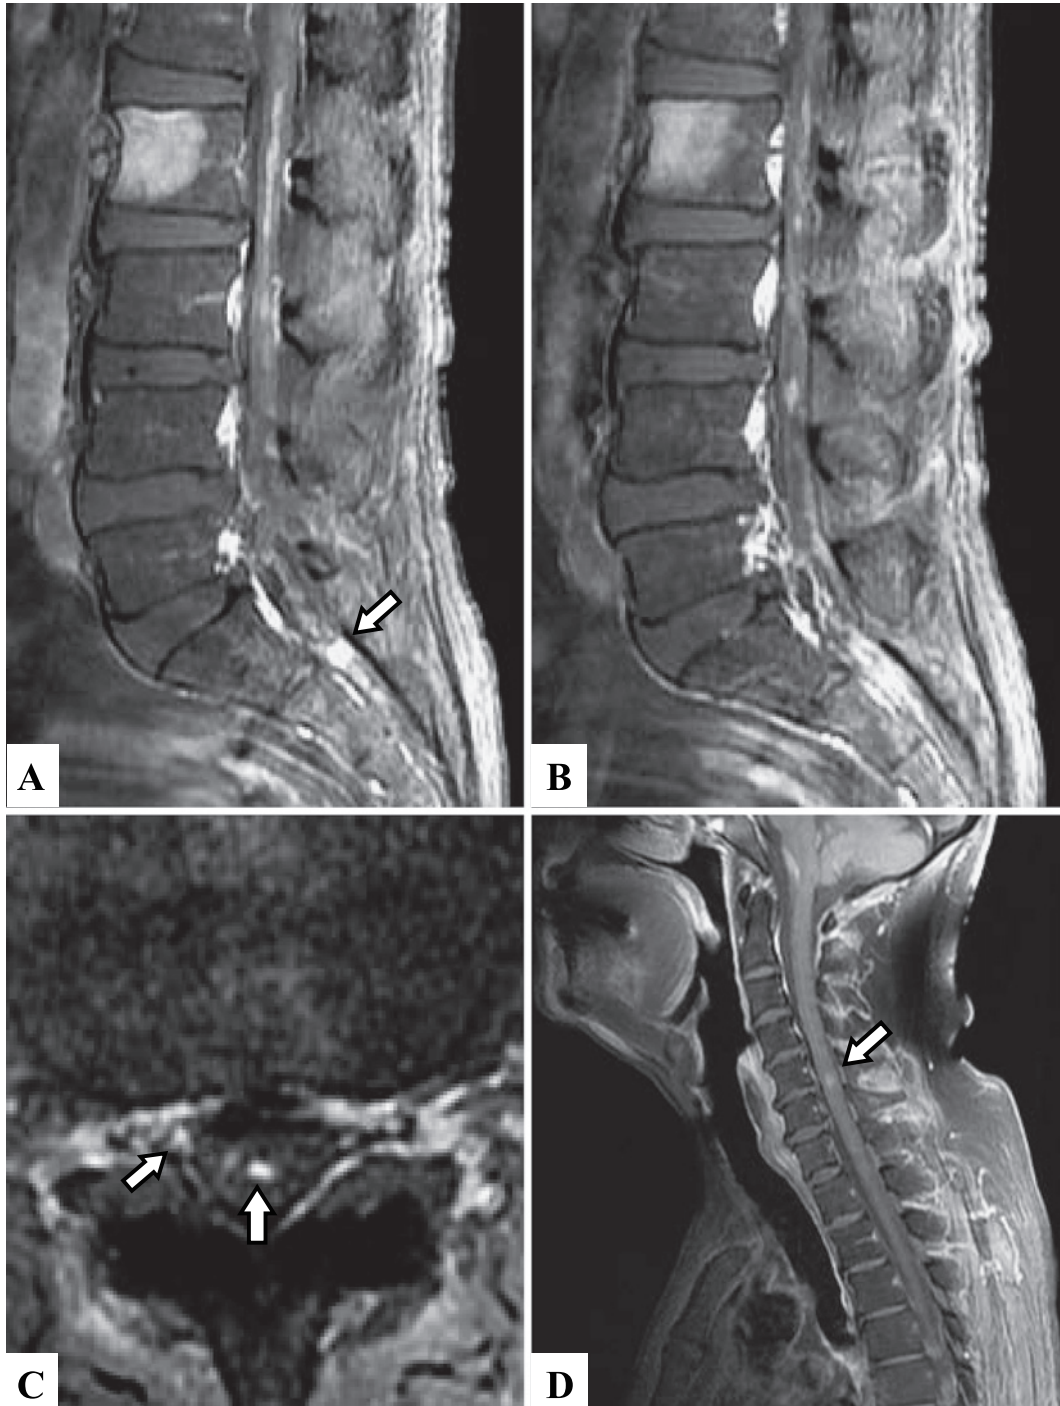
Gadolinium-enhanced spinal MRI. A, B. Sagittal T1-weighted images showed the presence of an enhanced nodule at the S1/2 level (arrow), enhancement of the cauda equina and bone metastasis to the lumbar vertebra (L2). C. Axial T1-weighted images showed enhanced right nerve roots and spinal regions of the filum terminale at the L3 level (arrows). D. Sagittal T1-weighted images showed enhancement at the C5/6 level (arrow).
